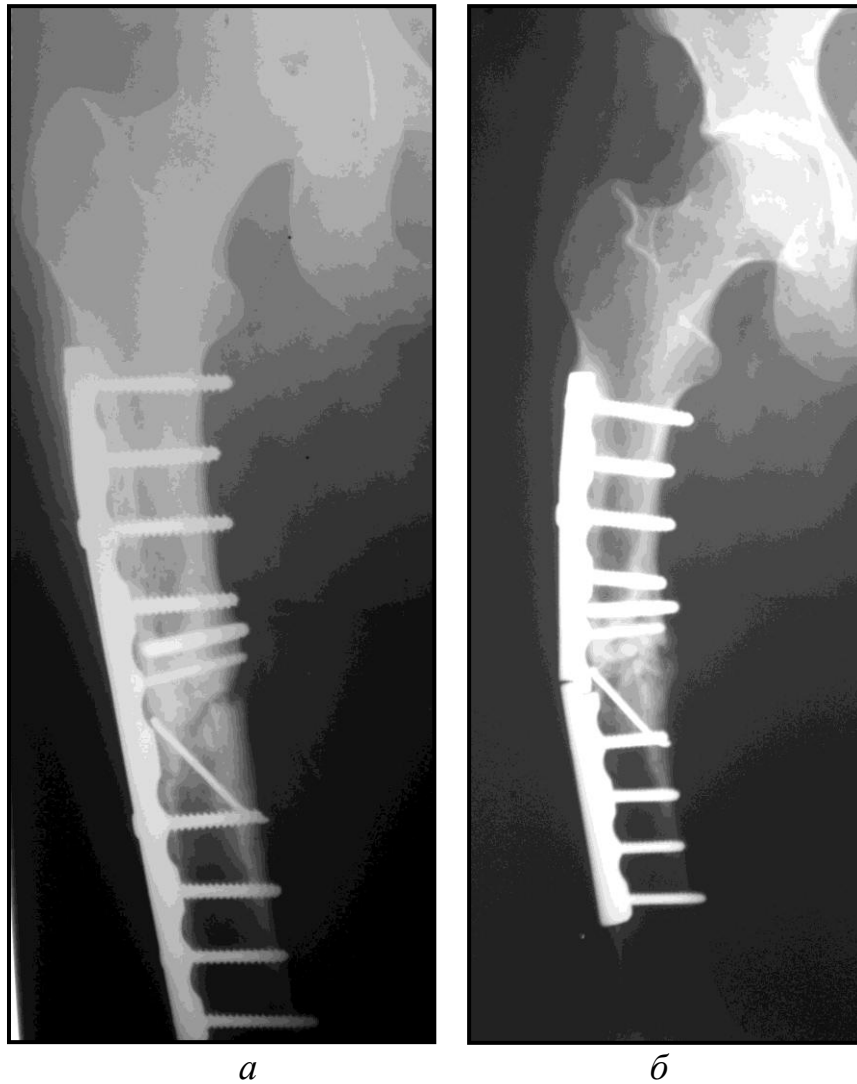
Рентгенограммы правой бедренной кости той же больной.
